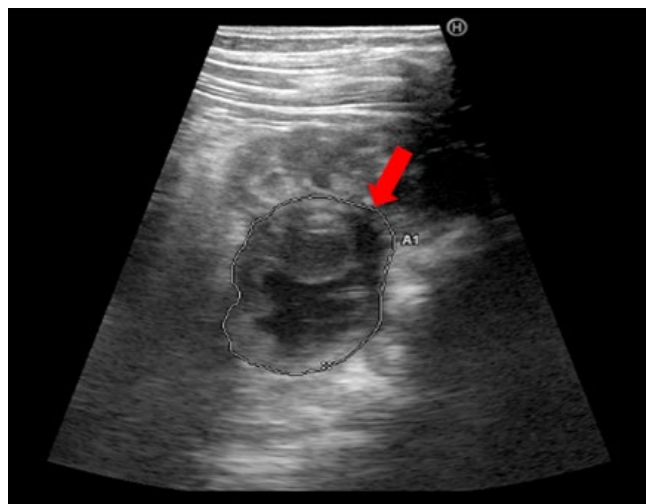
Ecografia abdominal que revelou espessamento parietal irregular de ansa intestinal sugerindo natureza neoplásica.
